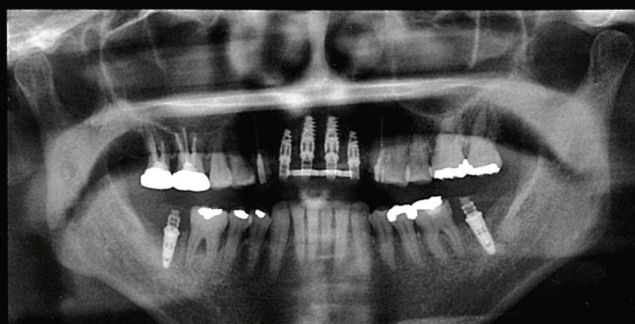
手術後パノラマX線写真。4本のインプラントがシンメトリーに埋入されていることが確認できる。ファーストプロビジョナルレストレーションは、補強フレーム入りの連結冠を用いた。
